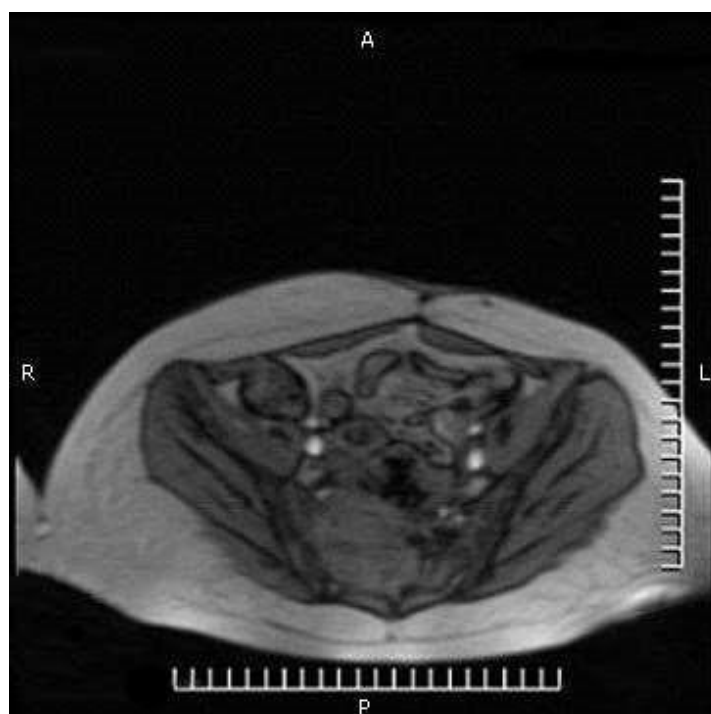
Estudio de RMN donde se aprecia lesión en región presacra.
